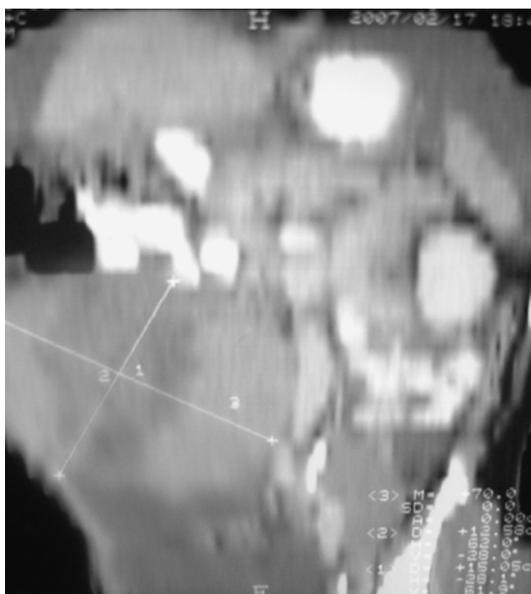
TAC abdominopélvica con tumor abdominal voluminoso, antes de recibir tratamiento con quimioterapia.
